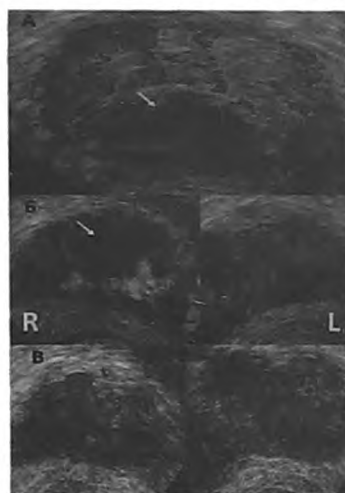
Пациент А., 56 лет. Абсцесс предстательной железы. Острый двусторонний везикулит. Сахарный диабет. Ожирение. ТРУЗИ. А. Режим доплерангиографии. Острый простатит, абсцесс ПЖ (стрелка), сосудистый рисунок ПЖ усилен. Б. Режим ЦДК. Острый абсцесс правого СП (стрелка), симптом «пылающего обруча» вокруг абсцесса. Сосудистый рисунок обоих СП усилен. В. Режим доплерангиографии. 7-е сутки после чрескожного дренирования абсцесса ПЖ, троакарной цистостомии. Абсцесс правого СП разрешился самостоятельно, сохраняется увеличение размеров и усиление сосудистого рисунка обоих СП
